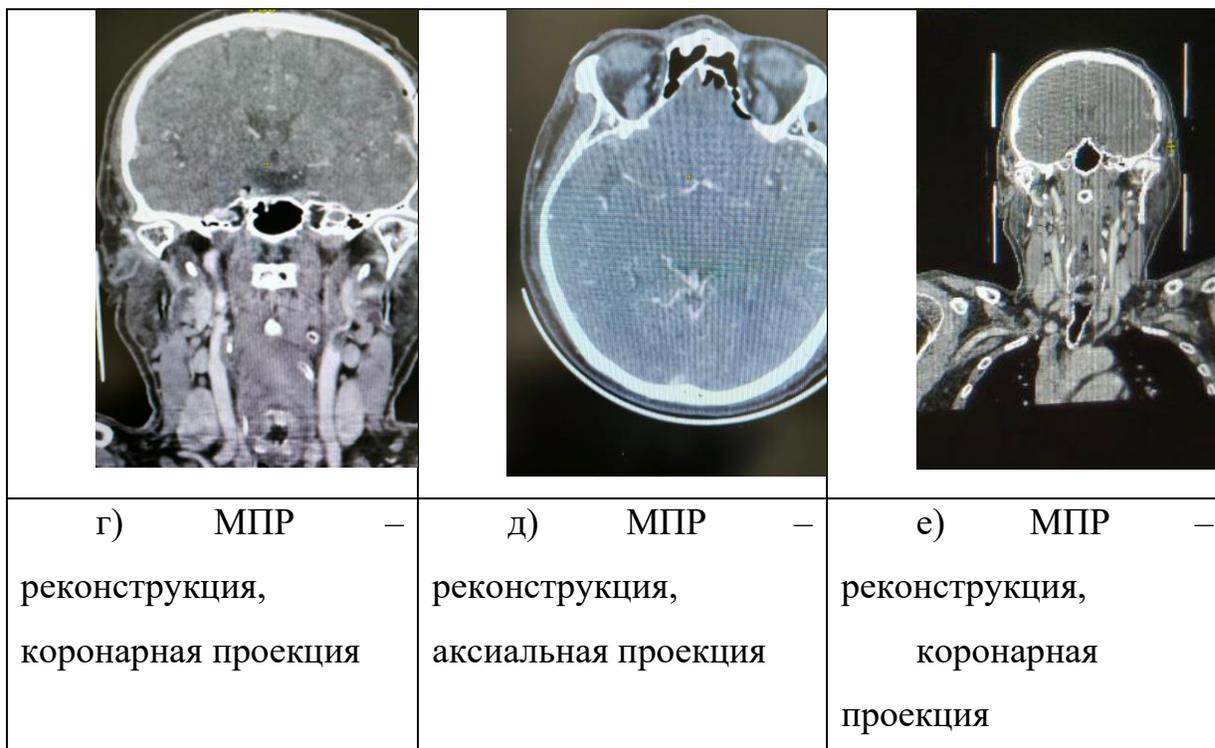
Пациент после операции ЭИКМА, страдающий сахарным диабетом. КТ – ангиография
